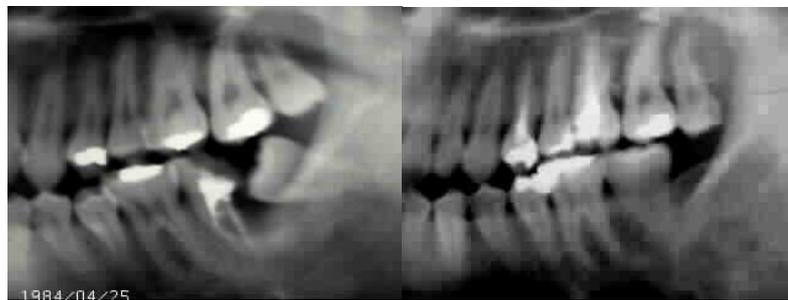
Radiografías pre y postoperatorias del transplante de un tercer molar al sitio de un segundo molar.
